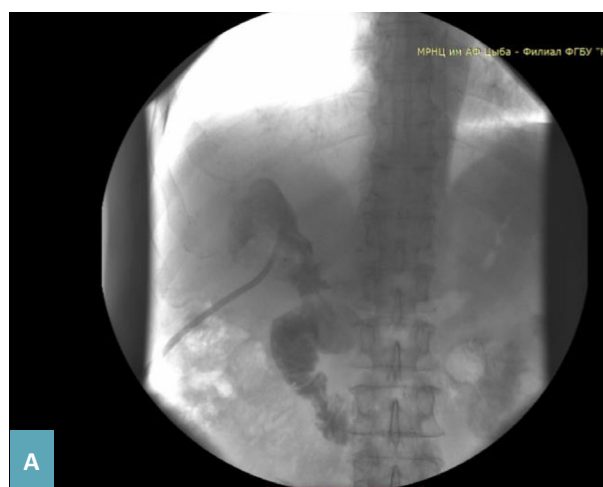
А – Фистулография: свищевое сообщение между полостью абсцесса и выходным отделом желудка. Б – КТ-картина при пероральном контрастировании ЖКТ контраст визуализирован в полости абсцесса.
